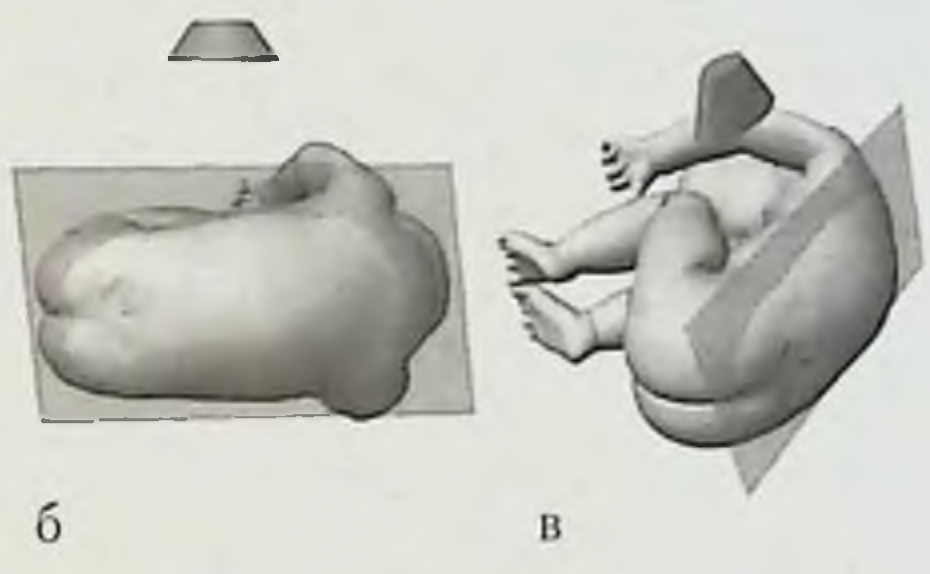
УЗИ позвоночника плода, венозная плоскость: *а* — эхограмма позвоночника на сроке гестации 13 нед (трансабдоминальный доступ со стороны левой боковой поверхности туловища плода); *б, в* — схемы расположения датчика, плода и ориентации плоскости сканирования.
